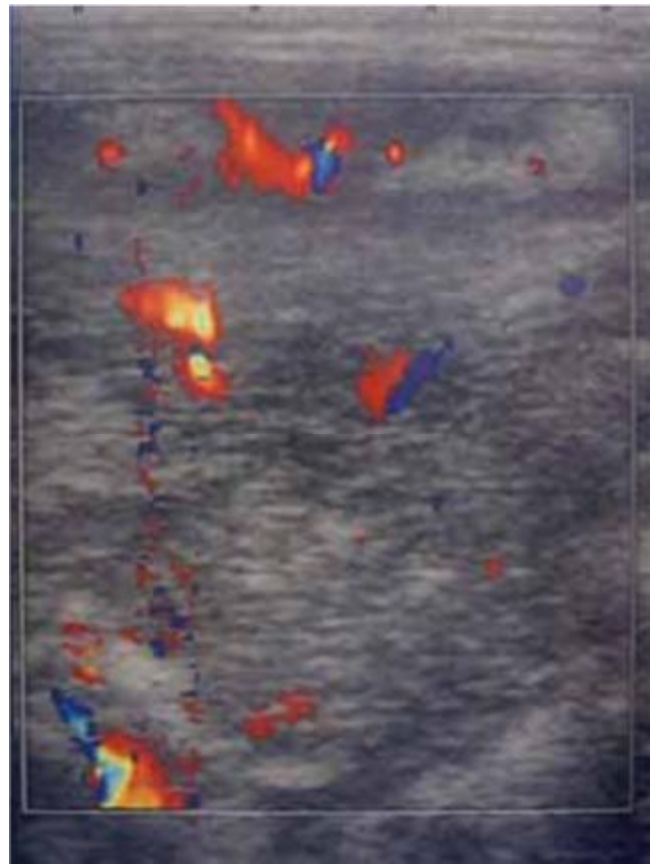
Masse hypervascularisée au Doppler couleur [64]
